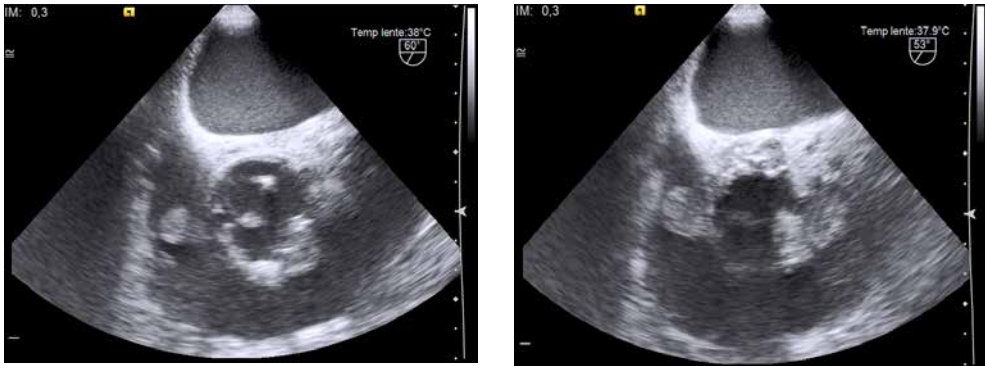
Ecocardiografía transesofágica con imágenes compatibles con verrugas sobre válvula tricúspide y sobre válvula protésica aórtica.
